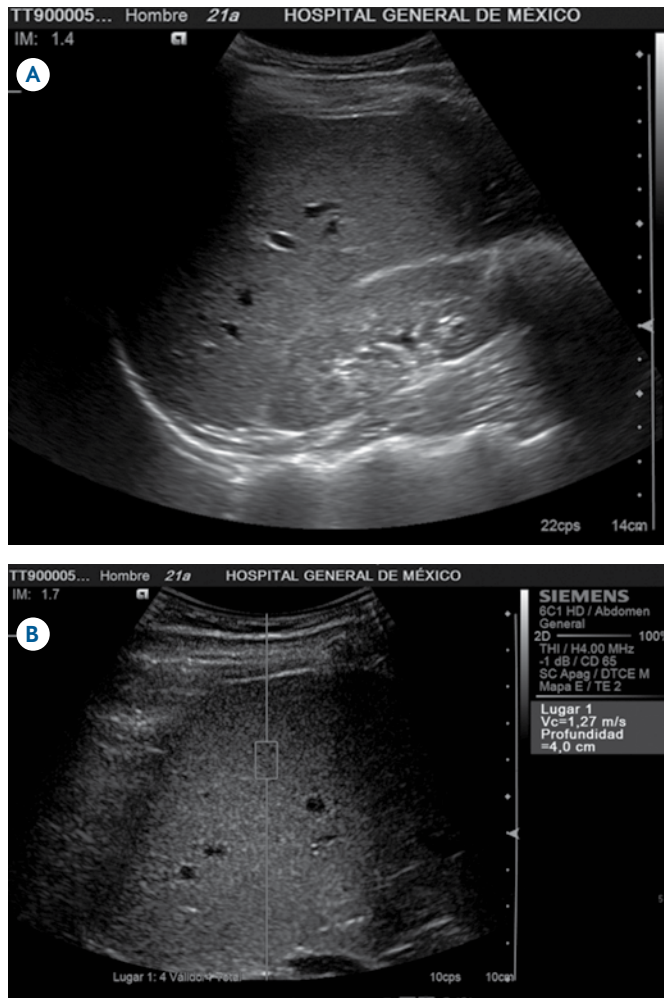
Ultrasonido hepático en plano sagital a nivel de la fosa hepatorenal A) con ecogenicidad conservada; plano transversal B) que muestra la colocación de la caja para toma elastográfica a 4.0 cm de la superficie cutánea, con valor de la elasticidad normal (1.27 m/s).
